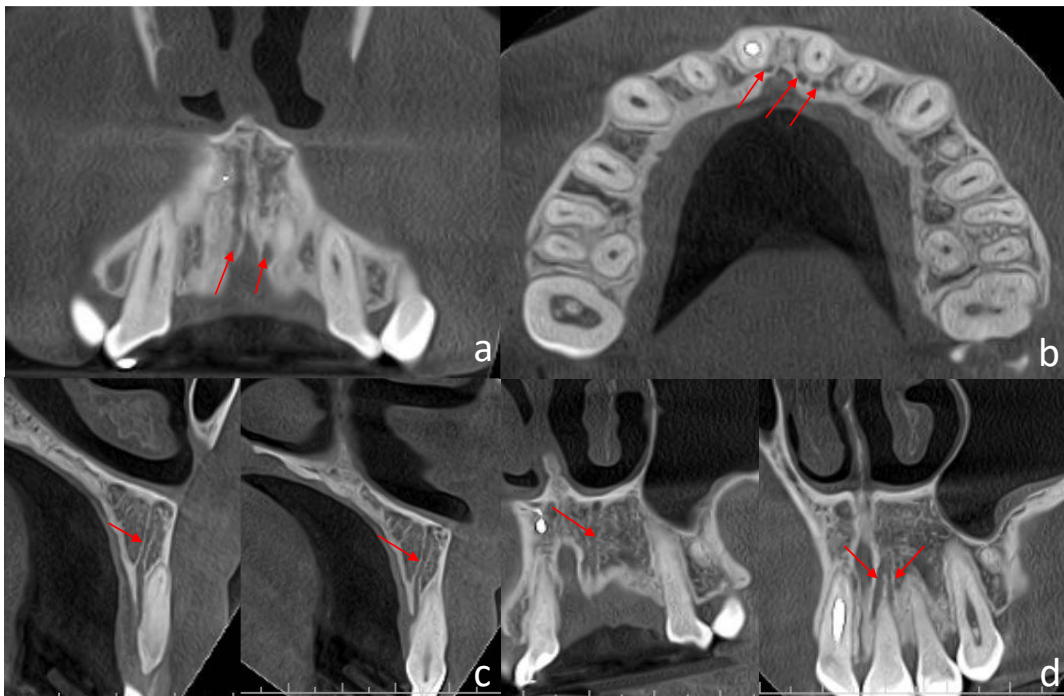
Reconstrucción multiplanar de tomografía computarizada de haz cónico maxilar, donde se observan conducto sinuoso bilateral con la variante de conducto accesorio bifurcado a) Vista coronal de conducto accesorio derecho e izquierdo. b) Vista axial de conductos accesorios palatinos a incisivos centrales. c) Vista sagital de conductos sinuosos accesorios derecho e izquierdo ubicados palatinos a incisivos centrales. d) Vista coronal de conducto accesorio principal y su bifurcación en relación palatina a incisivo central izquierdo.
